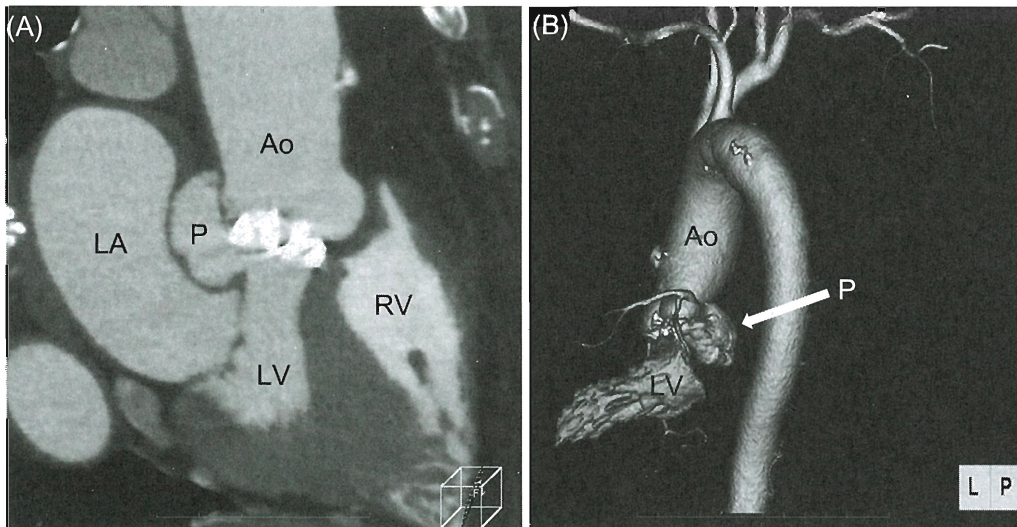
Axial view of CT aortogram (A) showing a large pseudoaneurysm that communicates with the left ventricular outflow tract. (B) Three-dimensional reconstruction of CT aortogram showing the position of the pseudoaneurysm.
